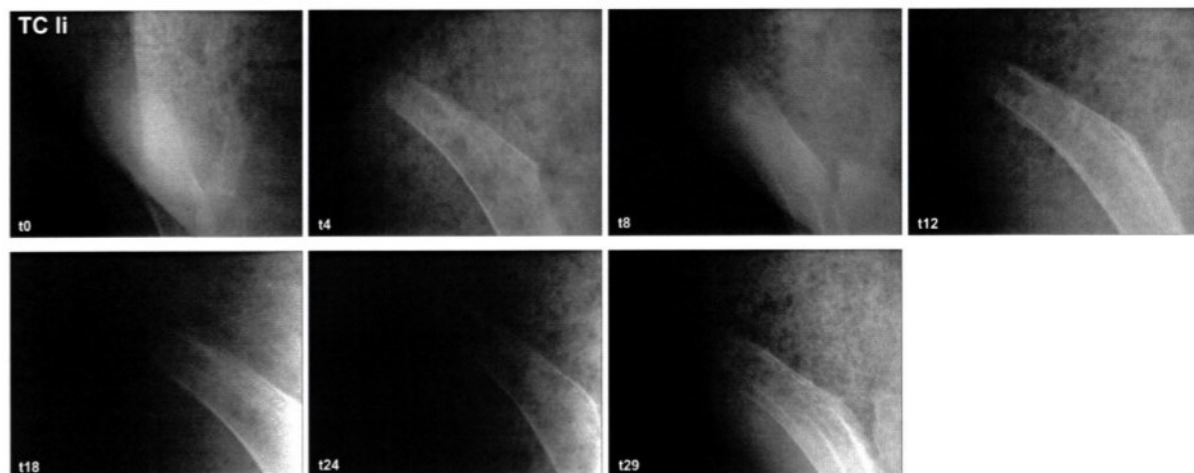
Röntgenologische Befunde Tier 91702 des linken Tuber coxae (TC li) über den Zeitraum von t0 sowie 4, 8, 12, 18, 24 und 29 postoperative Wochen, [t (Zeit) in Wochen] (Quelle: Freytox GmbH).
